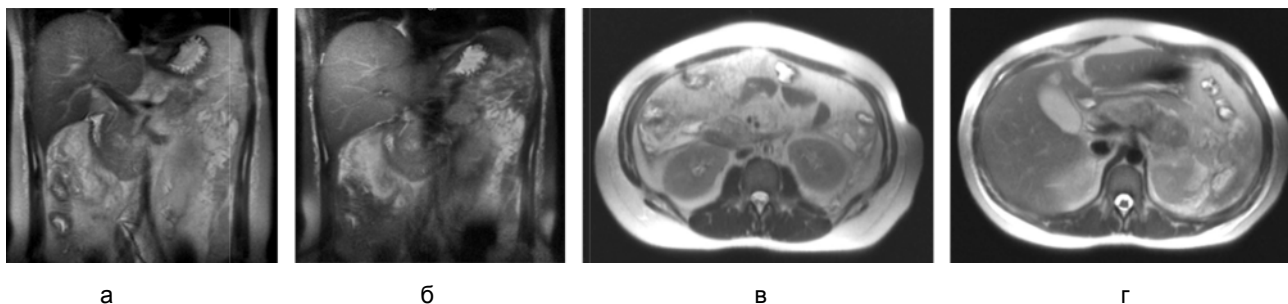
МРТ брюшной полости пациентки 27 лет через 7 дней после приступа острого алкогольного панкреатита:
